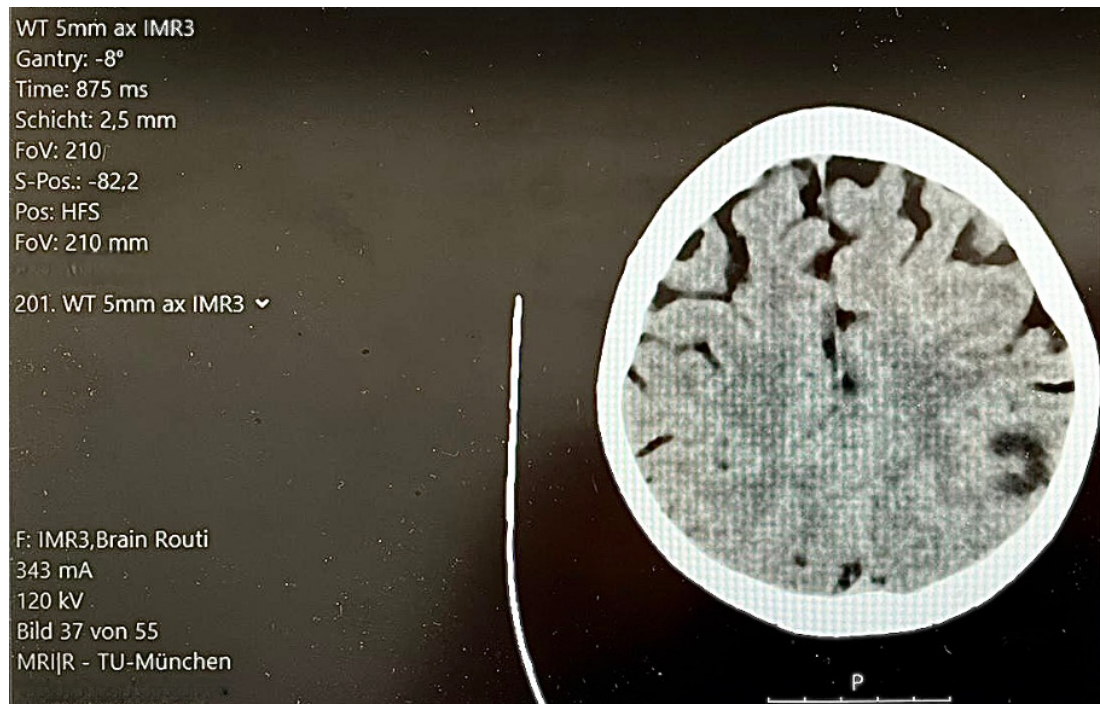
Beispiel einer CT-Ansicht des Philips Ingenuity CT im PACS (links oben: Einstellungsparameter am CT-Gerät selbst, links unten: Rekonstruktion, mA und kV Angaben als wichtige Parameter für die Strahlenbelastung)
